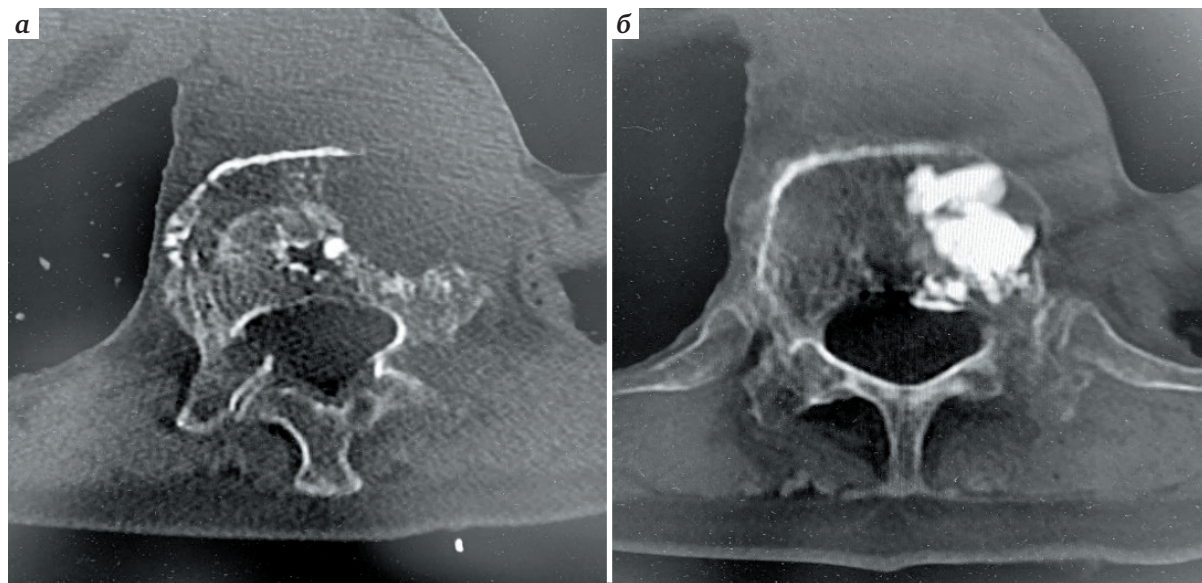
Компьютерная томограмма Th12-позвонка: а – до выполнения чрескожной вертебропластики; б – после выполнения чрескожной вертебропластики
